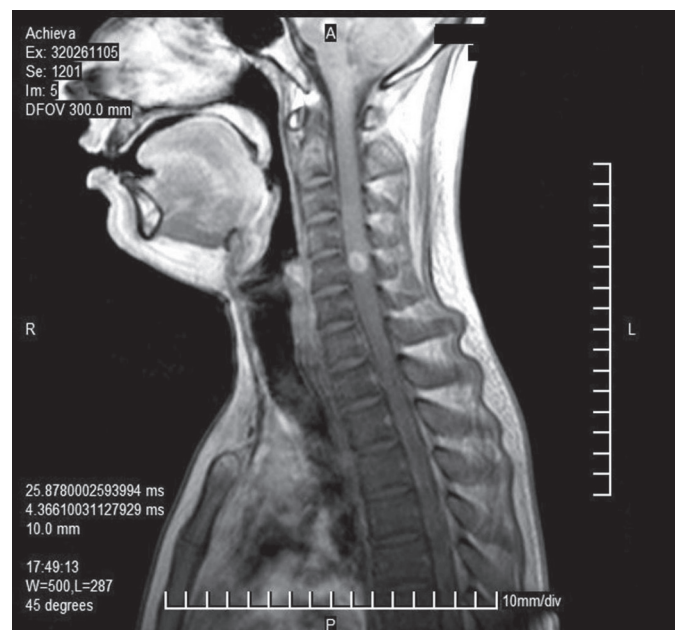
Ressonância nuclear magnética da coluna cervical, demonstrando lesão única, realçada por contraste em T1.
